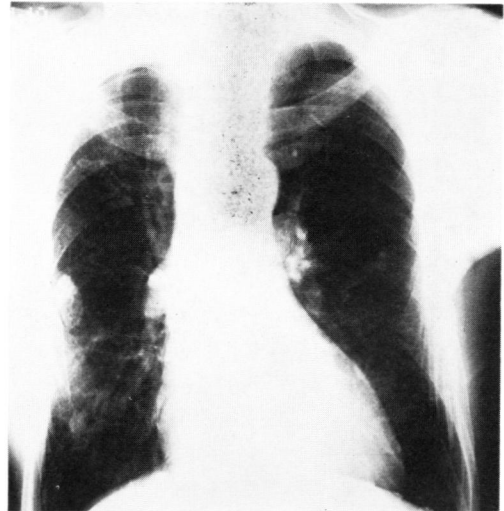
Chest X-ray, January, 1979.
